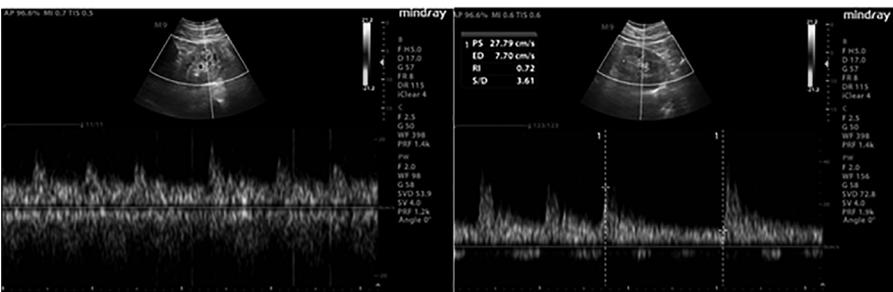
Eco-doppler y registro espectral en riñón izquierdo posterior a inicio de diálisis.
